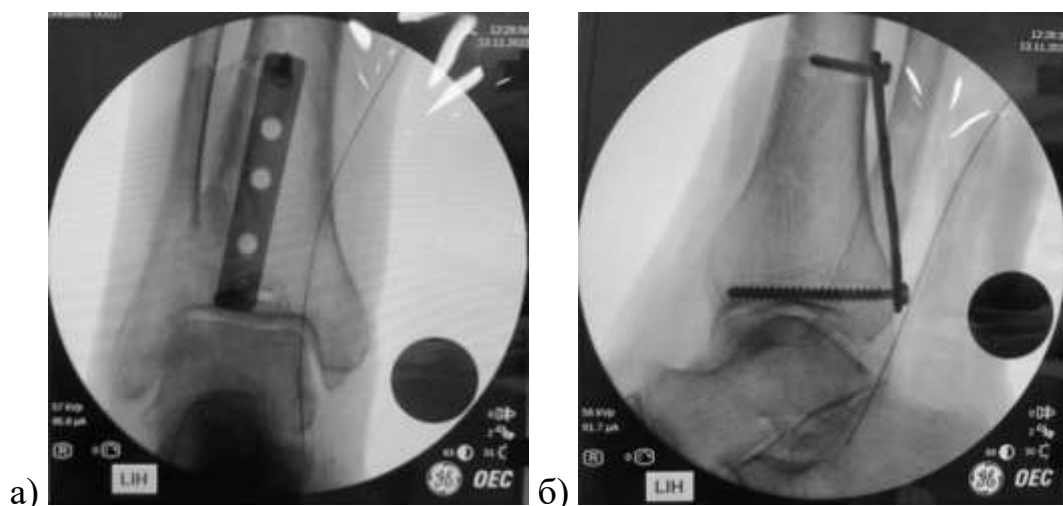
Рентгенограммы после имплантации металлоконструкций через заднемедиальный доступ: а) прямая проекция; б) боковая проекция.
